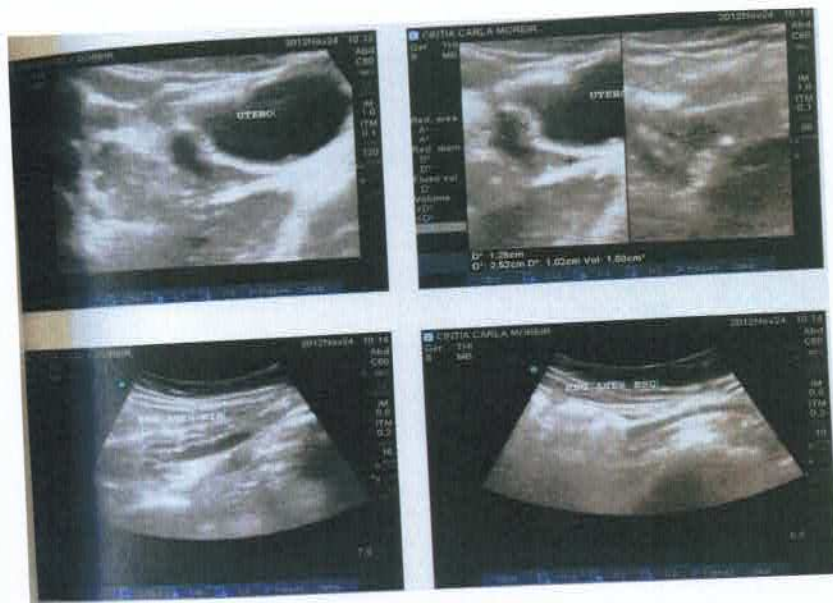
Imagens da USG pélvica realizada em 24 de novembro de 2012 mostrando ainda a imaturidade dos órgãos pélvicos, após mais de dois anos de ressecção cirúrgica de craniofaringioma.
